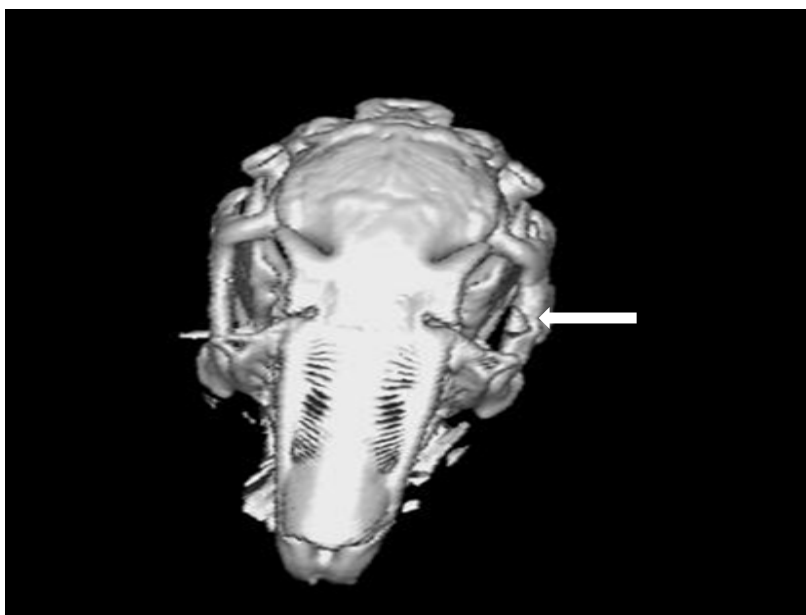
Iepure1-reconstrucție osoasă CT 3D. Implantul de hidroxiapatită nanostructurată la 1 lună postoperator (săgeată). Se remarcă persistența unui plan de clivaj între implant și os, demonstrată prin prezența unui țesut fibrovascular cu densitate mică (HU=40)
